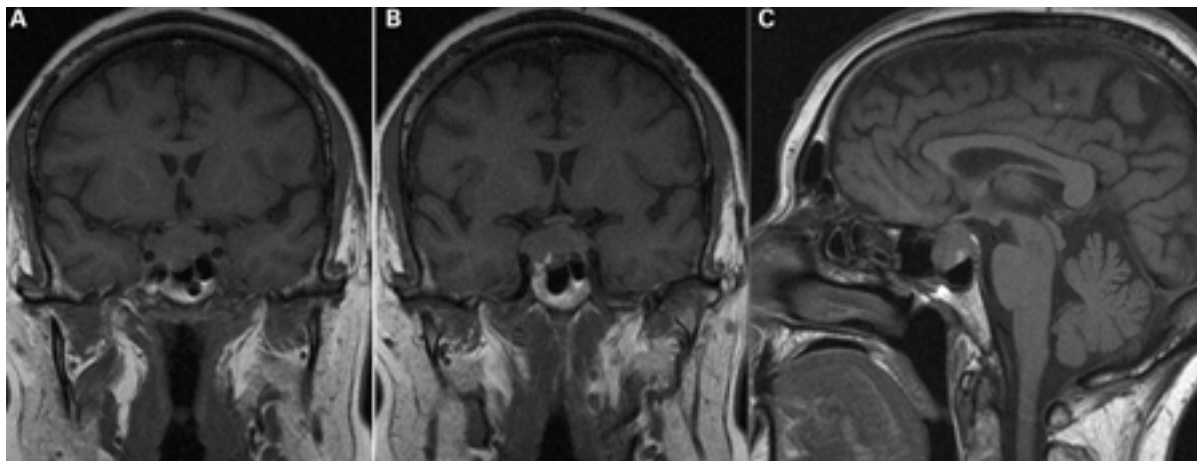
A) Corte coronal de ressonância nuclear magnética (RNM) ponderado em T1 mostrando uma massa hipofisária com expansão da fossa hipofisária. (B) Corte coronal de RNM ponderado em T1 mostrando uma massa hipofisária estendendo-se para o seio cavernoso, particularmente à direita. (C) Corte sagital de RNM ponderado em T1 do tumor hipofisário
